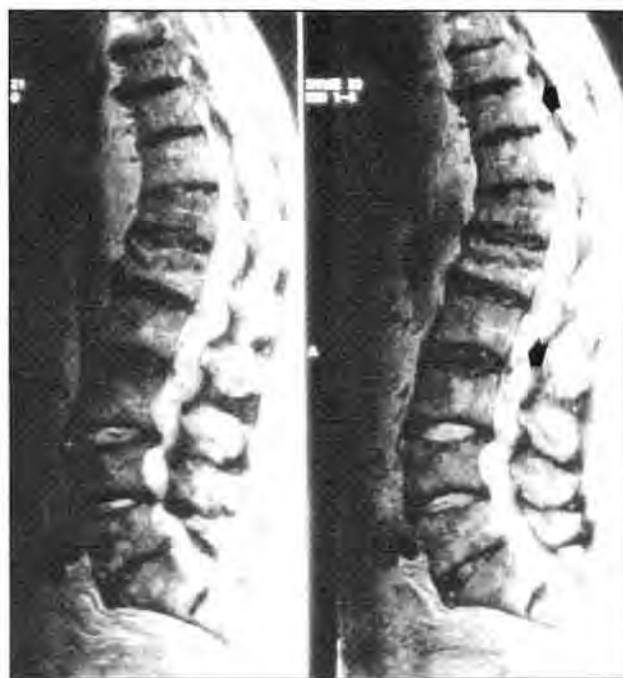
RM, corte sagital. Hematoma posterior, con desplazamiento anterior de la médula espinal.
